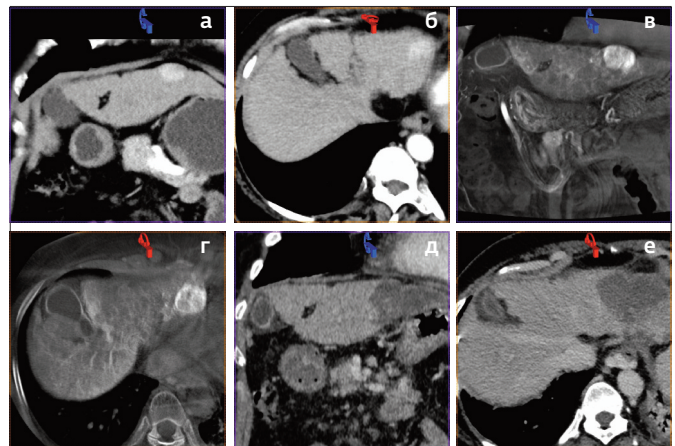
(а-е). Комбинированное локорегионарное лечение ГЦР стадии VCLC А в виде ссХЭ-ЛНМ + МВА за одну процедуру: а, б. Артериальная фаза МСКТ до лечения – солитарный узел ГЦР в печени размерами 27х26х18 мм; в, г. ПДКТ-КФИАГ перед проведением лечения – солитарный узел ГЦР, других очаговых образований не определяется; д, е. Контрольная МСКТ через 1 мес. после лечения – определяется зона абляции, данных за локальный рецидив или локальное прогрессирование заболевания нет.
